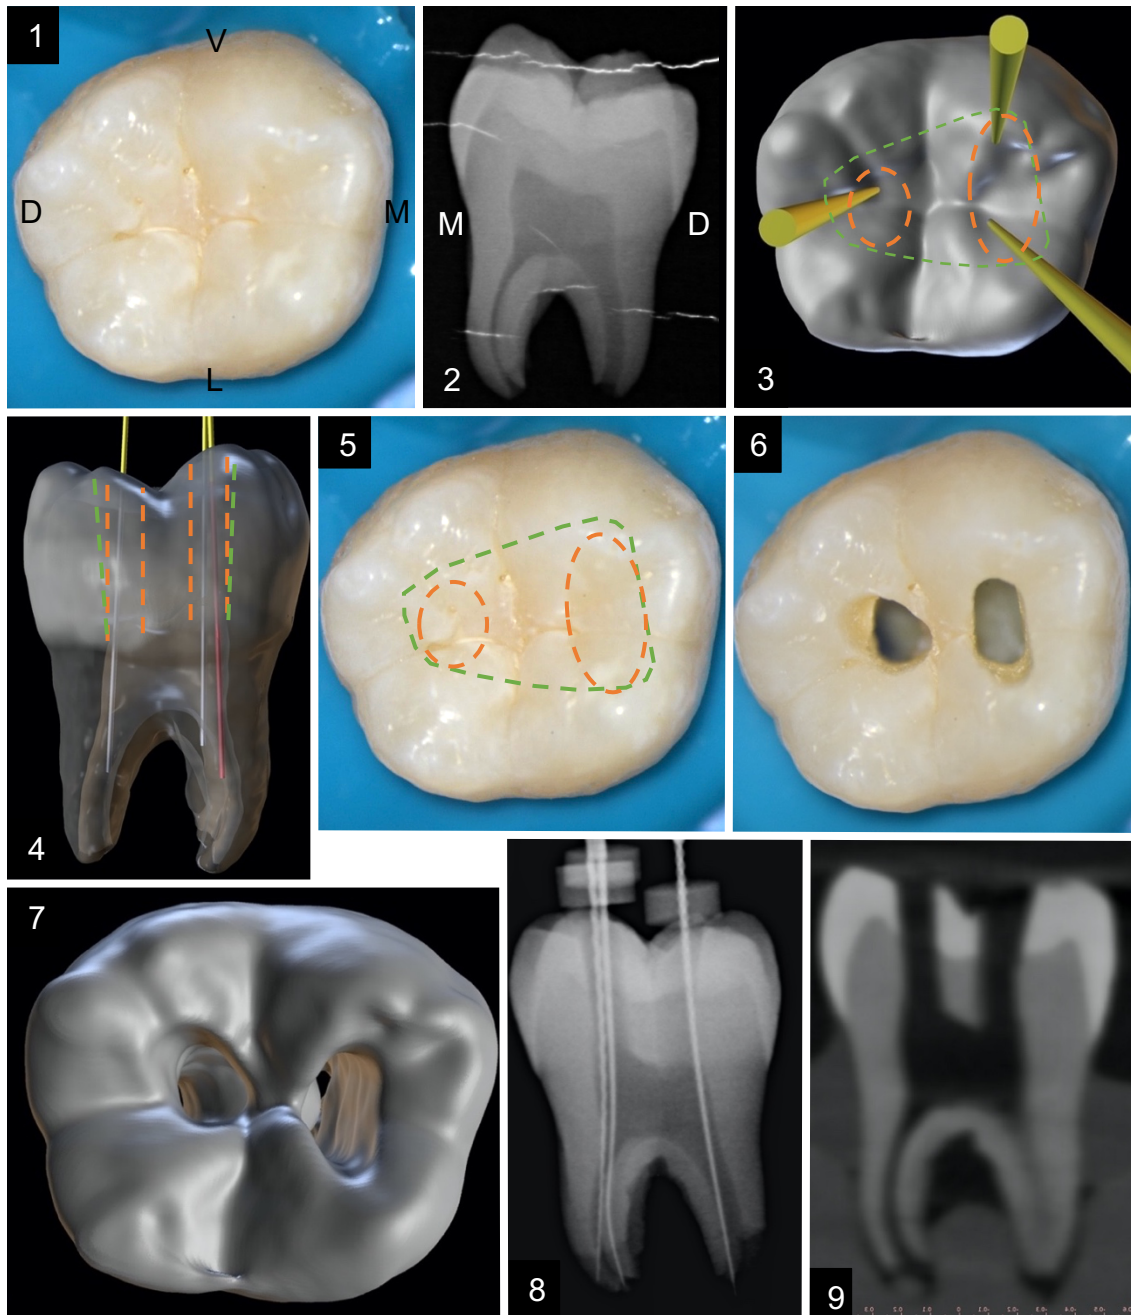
Réalisation d'une cavité d'accès ultra-conservatrice sur une première molaire mandibulaire gauche (36). (1) Vue occlusale ; (2) Radiographie rétro alvéolaire ; (3) Planification de la cavité d'accès en vue occlusale après reconstruction 3D ; (4) Planification endodontique transparente de profil de la cavité d'accès suite à la reconstruction 3D. Le tracé en pointillés vert symbolise la forme d'une cavité traditionnelle. Le tracé en pointillés orange symbolise la forme de contour de la CAE ultra conservatrice ; (5) Report des tracés sur la face occlusale ; (6) Vue occlusale après réalisation de la CAE conservatrice ; (7) Vue occlusale issue de la reconstruction 3D post opératoire ; (8) Radiographie rétro alvéolaire limes en place avec objectivisation du pont amélo-dentinaire préservé ; (9) Coupe mésio-distale post opératoire issue du CBCT laissant objectiver la préservation du pont amélo-dentinaire (document personnel).
